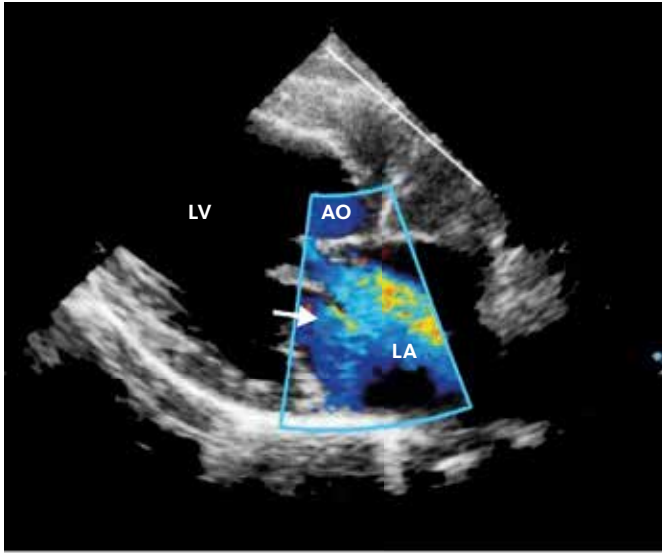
Darstellung eines Mitralklappenprolapses mit Mitralklappeninsuffizienz mithilfe der 2-dimensionalen Echokardiographie in Verbindung mit der Farb-Doppler-Echokardiographie. Die blaugelbe Farbfläche im vergrößerten linken Vorhof (LA) lässt das Ausmaß des Blutrückflusses über die schlussunfähige Mitralklappe (weißer Pfeil) während der Austreibungsphase des Herzens erkennen. Die dunkelblaue Farbe zeigt den regelrechten Blutfluss in die Aorta (AO).
